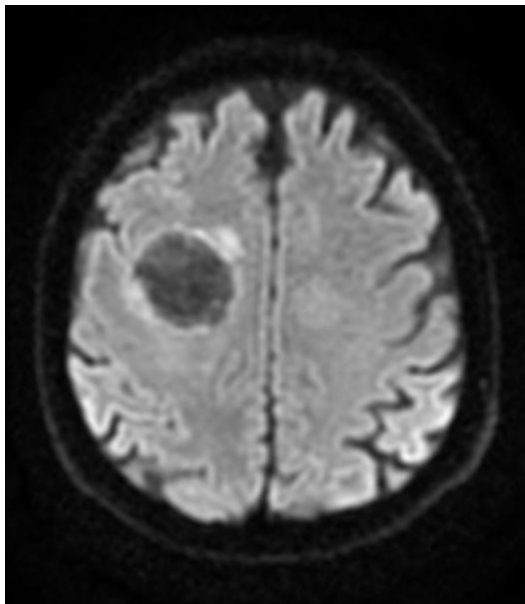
esempio di sezione trasversale di DWI
